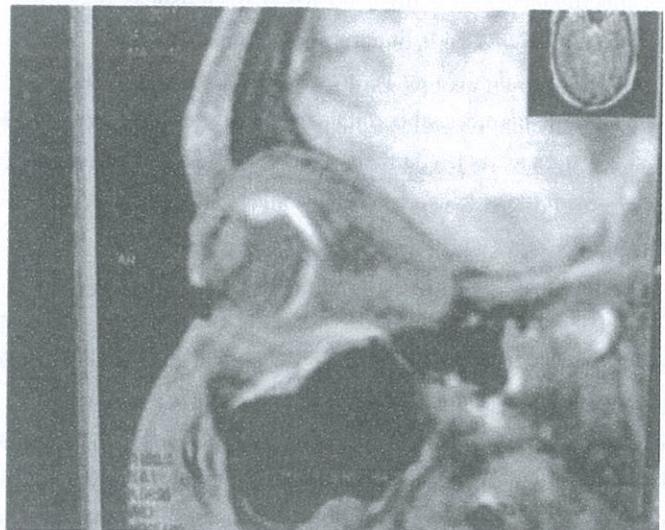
RMN orbitas (HCAM). En corte sagital se observa lesión intraocular derecha superior.
